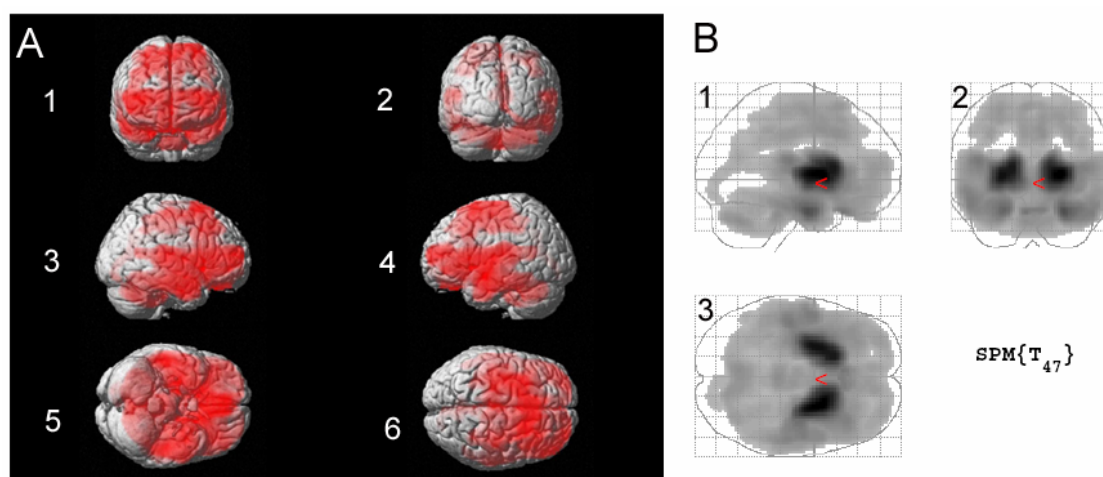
SPM-Analyse HD-Gruppe < Normkollektiv nach stereotaktischer Normalisierung mit Neurostat. (A) Voxel mit signifikanten Z-Score-Werten auf ein oberflächengerendertes MRI projiziert: 1) frontal; 2) occipital; 3) rechts lateral; 4) links lateral; 5) ventral; 6) dorsal: auf allen Projektionen Hirn-Areale mit signifikantem Hypometabolismus in der HD-Gruppe rot gefärbt (B) MIP des Gruppenvergleichs HD-Patienten mit dem Normkollektiv. 1) lateral; 2) occipital; 3) dorsal: Angezeigt werden Voxel mit signifikant vermindertem Glucosestoffwechsel in der HD-Gruppe ($p < 0,001$).
